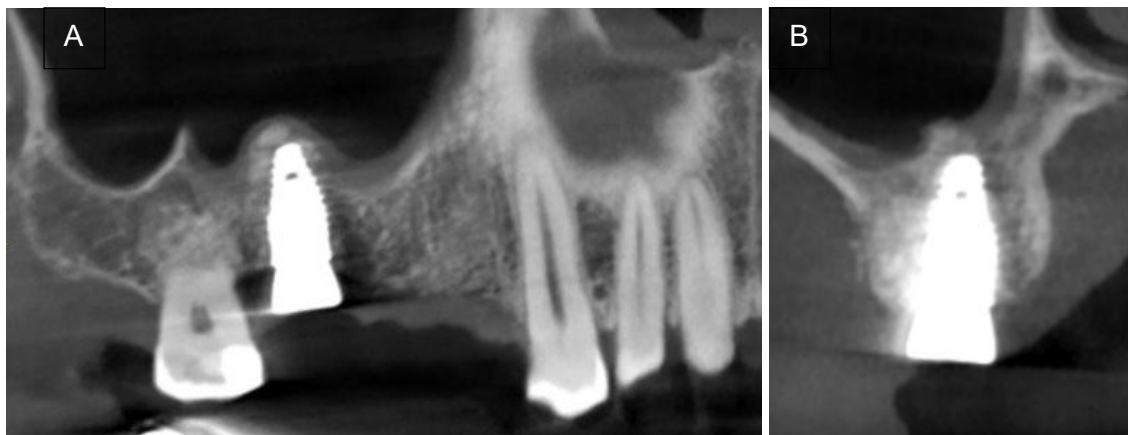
a-b) : *CBCT du patient après insertion de l'implant.*
